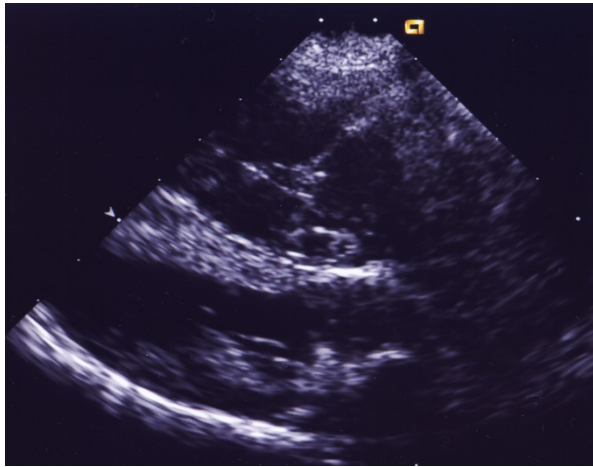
Echostandbild von rechts parasternal in der Längsachse eines 10-jährigen Dackels mit Dyspnoe und Aszites. Es liegt eine deutliche rechtsseitige Herzerweiterung vor gepaart mit einer hypovolämischen linken Seite. Das Bild ist (in Abwesenheit einer Pulmonalklappenstenose) typisch für eine nicht-kompensierte pulmonäre Hypertonie.
